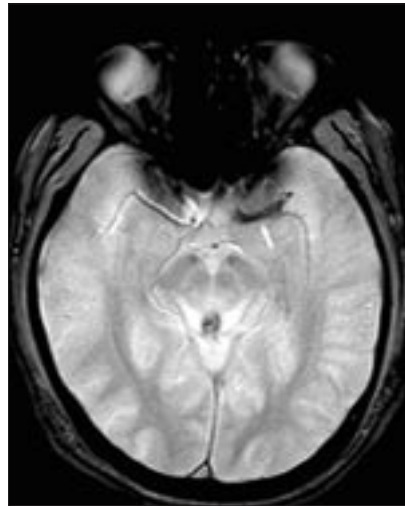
МР-томограмма головного мозга, последовательность градиентное эхо. «Блуминг-артефакт» левой СМА (стрелка) [17].
